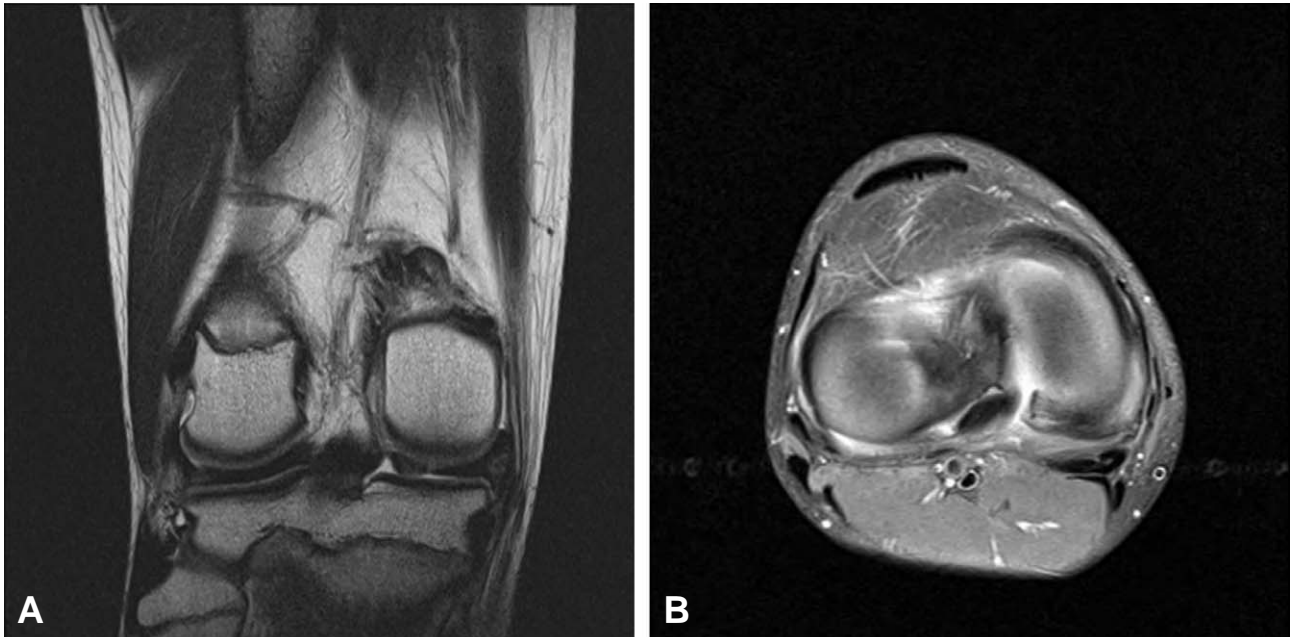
Root tear of posterior horn of medial meniscus of right knee was seen on T2-coronal and axial MRI image.
